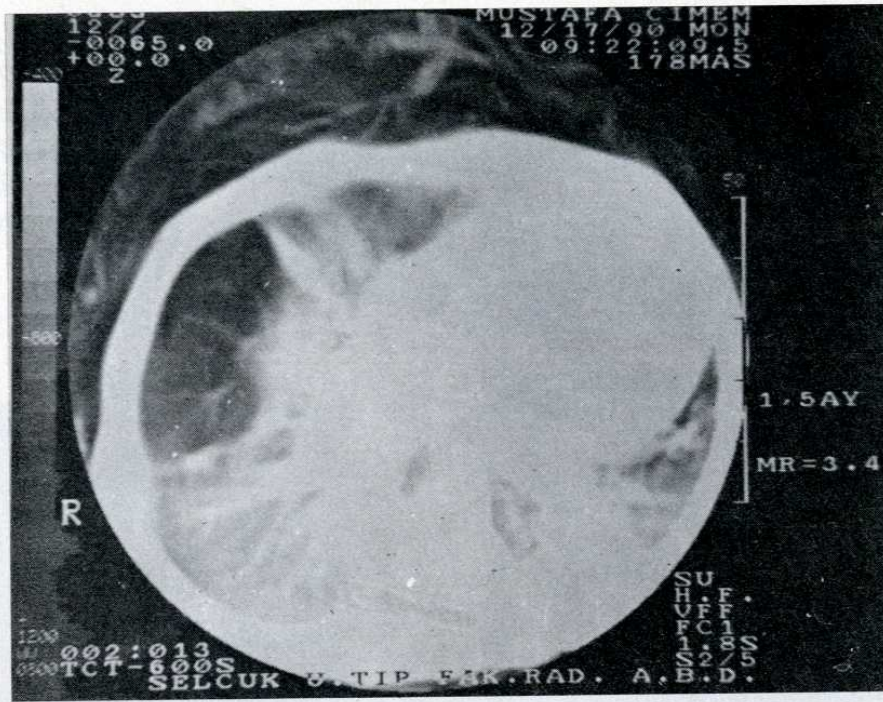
BT kesitinde sağ üst lobda havalanma artışı, vaskülaritede azalma, sola herni, sol üst lobda konsolidasyon.
